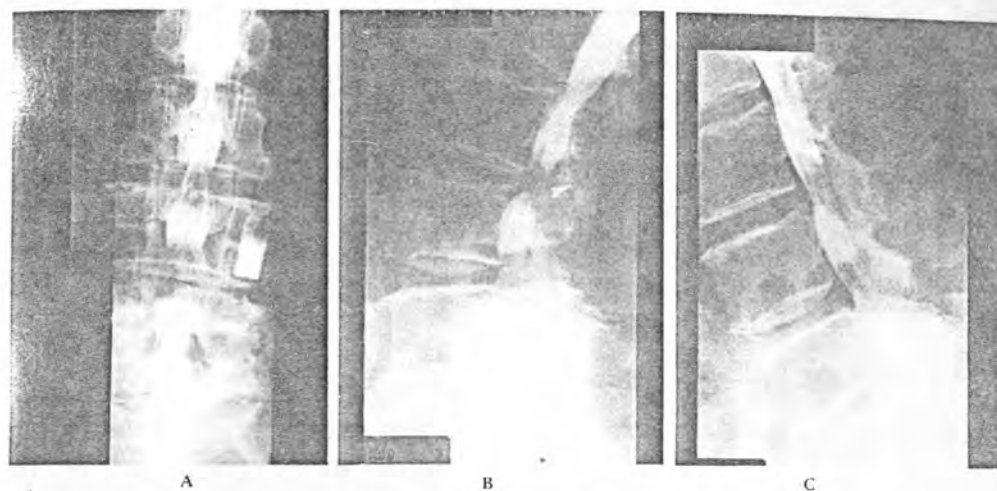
Conducto estrecho lumbar. A-C: Estudio dinámico durante la radiografía. Obsérvese en A y B los estrechamientos del conducto y en C la modificación que se produce con la flexión. D: RNM, corte sagital. Las flechas señalan los niveles de menor diámetro. E: RNM, cortes basales: marcada hipertrofia de las apófisis articulares y del ligamento amarillo (●) a nivel L4-L5.
